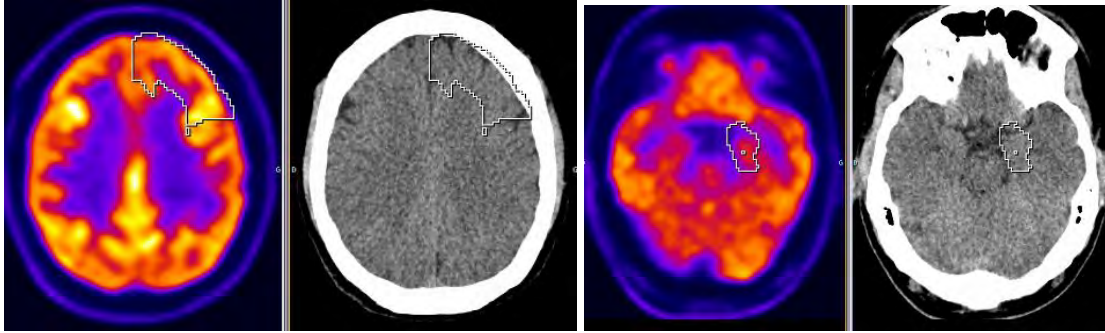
Exemples d'images TEP-TDM au ^{18}F -FDG cérébrale analysée sous le logiciel Scénium, montrant la délimitation automatique d'une région frontale gauche et méso-temporale gauche.
